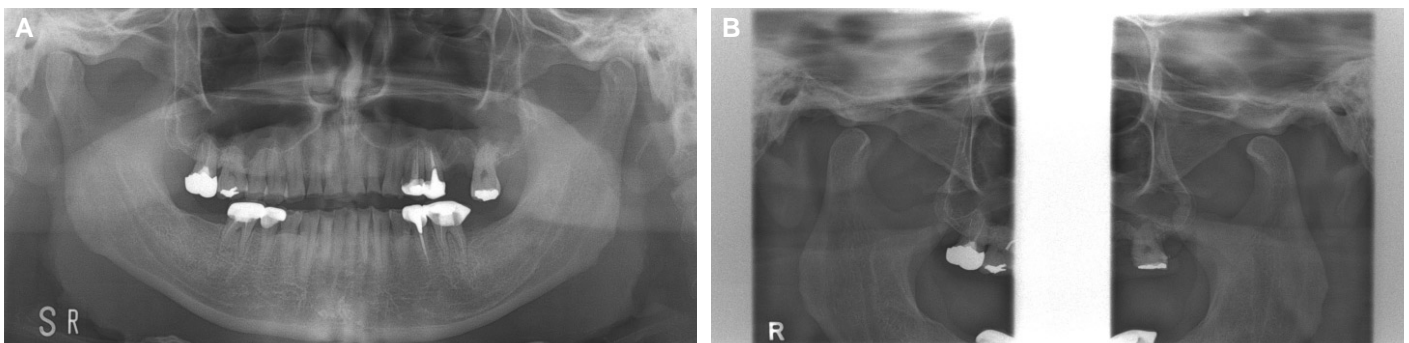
Initial radiographs. (A) Panoramic view, (B) TMJ panoramic view.
